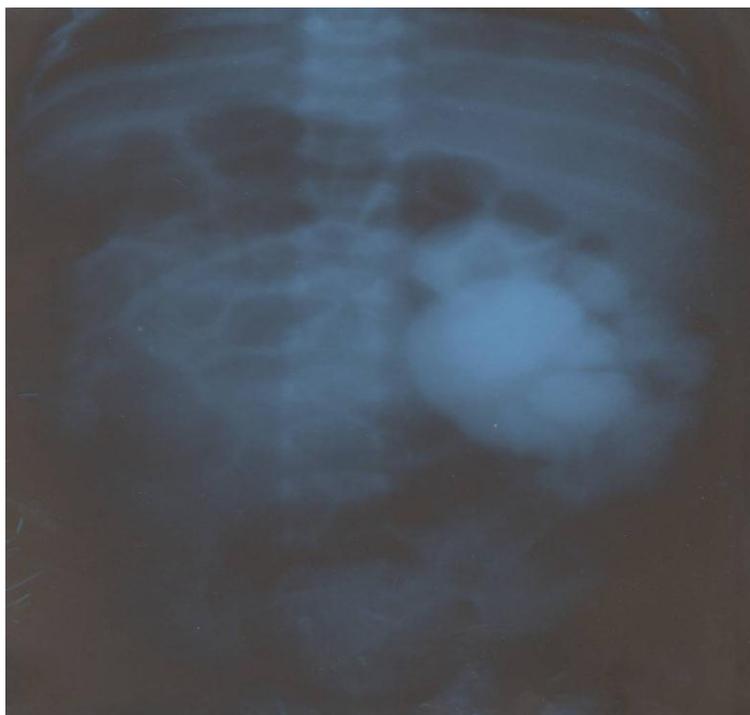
Инфузионная урограмма. Гидронефроз справа. Слева функция почки отсутствует.
